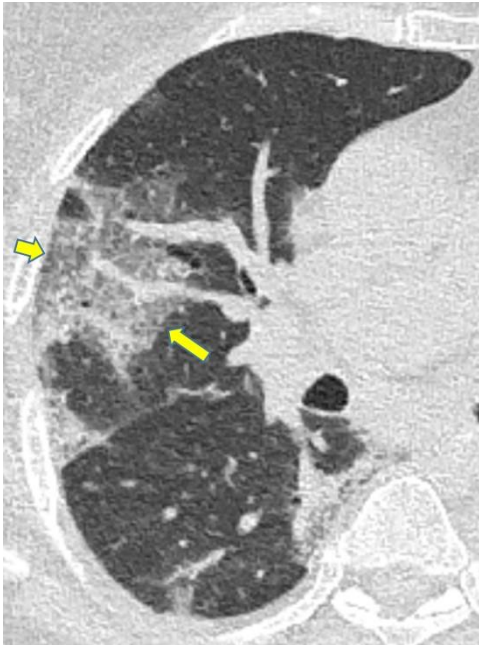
İki günlük ateş ve kuru öksürük ile başvuran 37 yaşındaki COVID-19 erkek hasta. BT görüntüde her iki akciğer alt loblarda periferik buzlu cam odakları izleniyor (sarı oklar).
